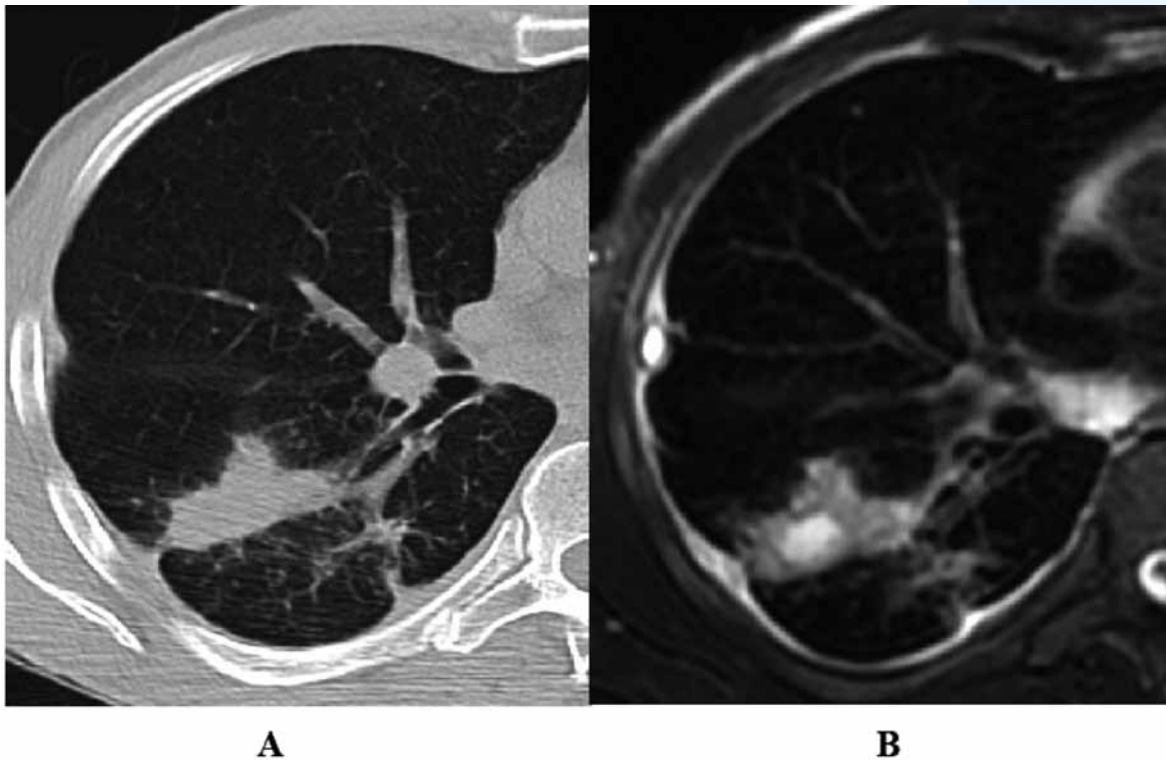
(A e B) A) HRCT mostra un consolidamento parenchimale B) RM con sequenza T2 dipendente in condizioni di base identifica un'area di necrosi colliquativa nel contesto del consolidamento, una minima quota di versamento pleurico, libero e staccato, e linfonodo mediastinico marcatamente iperintenso.
